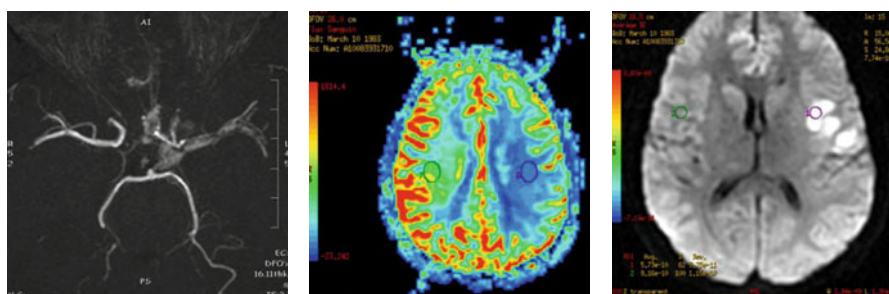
Angio-IRM mettant en évidence un vasospasme de l'artère cérébrale moyenne gauche. A) Séquence TOF : réduction de calibre de l'artère cérébrale moyenne, avec image directe de l'hémorragie sous-arachnoïdienne autour de l'artère. B) Séquence de perfusion : noter l'hypoperfusion importante de l'hémisphérique gauche (en bleu). C) Séquence en diffusion : noter la taille beaucoup plus faible de la zone d'hypersignal temporelle gauche.
